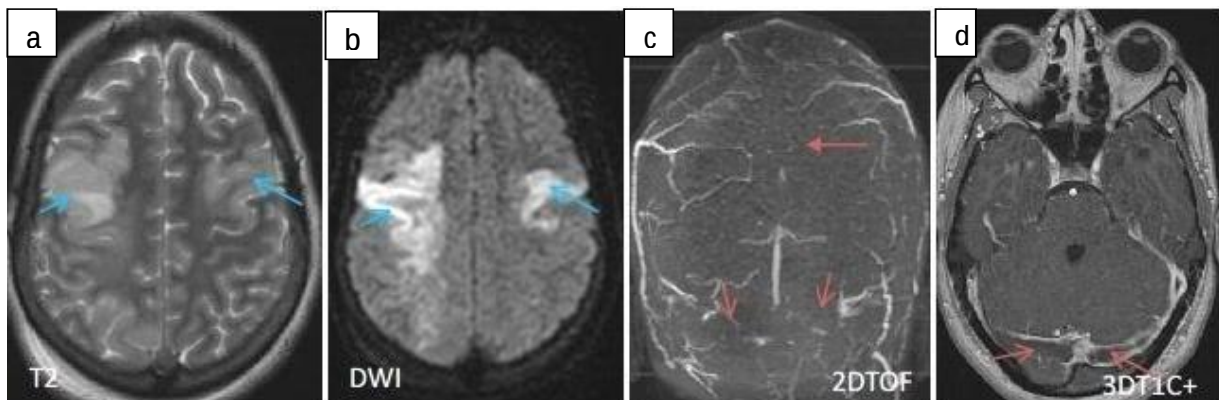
Patiente de 28 ans, j15 du post-partum, admise aux urgences gynécologiques pour des céphalées avec vomissements et troubles de conscience. Une IRM cérébrale faite a objectivé une thrombose veineuse extensive du SLS et des SL en séquences 2DTOF (c) et T1 injectée (d) → avec plages d'infarcus veineux fronto-pariétales bilatérales en séquence T2 (a) → présentant une restriction de la diffusion (œdème cytotoxique) en séquence diffusion (b). Etiologie retenue : TVC dans le cadre de post-partum.
